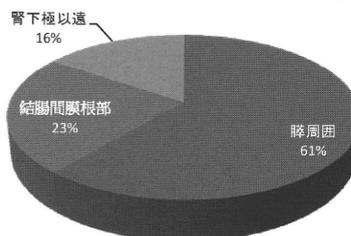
転送例315例における造影CT施行305例のCT所見と重症度判定の実際
